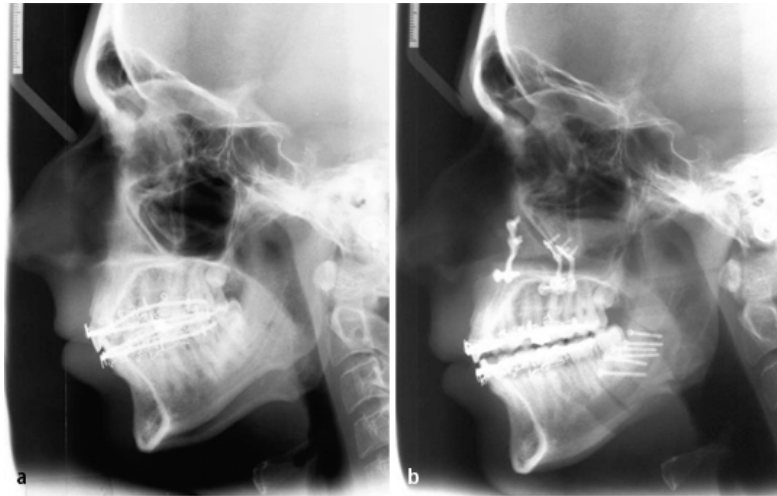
Fernröntgenseitbild des Schädels vor und nach MMA. a. dolichofazialer Gesichtstyp mit pharyngealer Obstruktion, b. postoperativ deutliche pharyngeale Erweiterung nach MMA um 10mm. Eingbrachtes Osteosynthesematerial sichtbar. Aus Hochban, W. *Kiefer-Gesichts-chirurgische Diagnostik und Therapie schlafbezogener Atmungsstörungen. MKG-Chirurg (2008) 1: 111-118*³⁴. Mit freundlicher Genehmigung von Springer Nature
